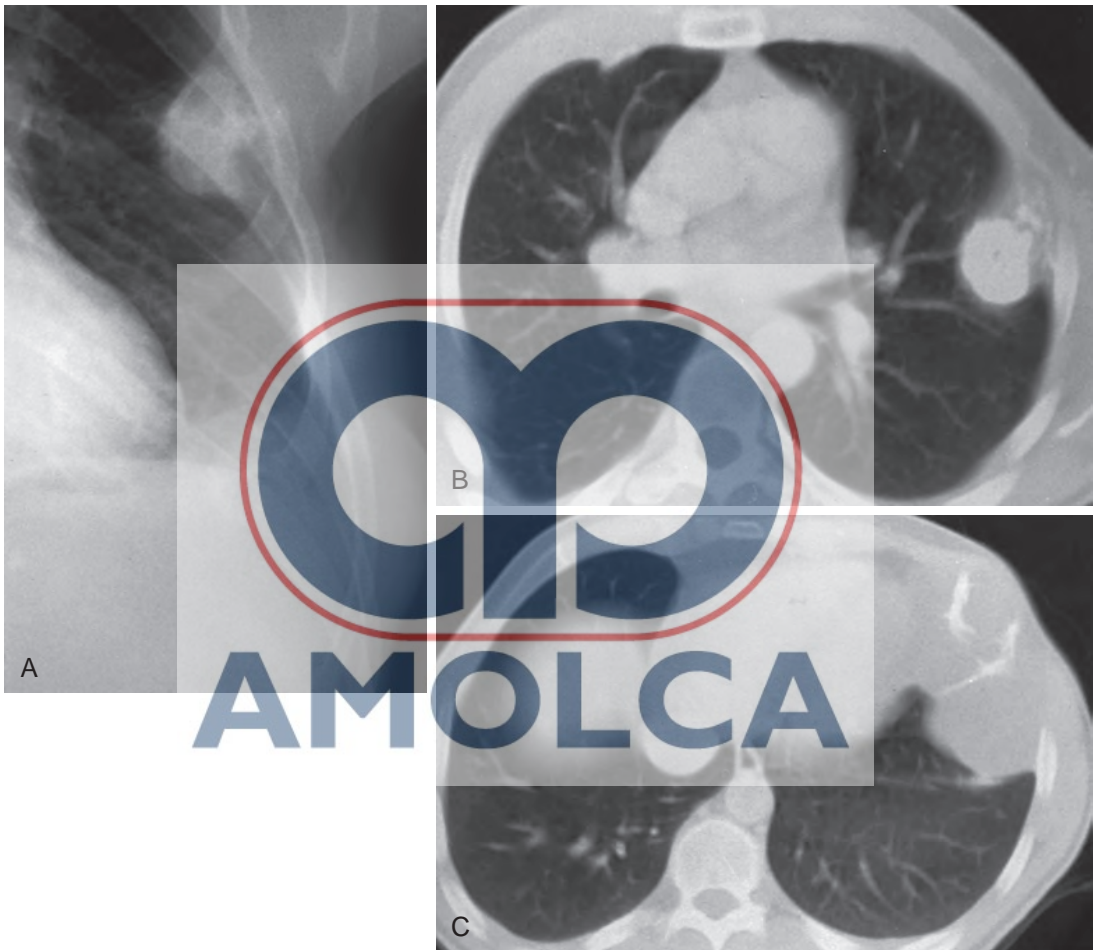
A, múltiples osteocondromas producen masas calcificadas de tejidos blandos. Estas masas con frecuencia ocasionan una deformidad considerable de la pared torácica con apertura de las costillas. También pueden originar masas intratorácicas y extratorácicas de tejidos blandos. Este paciente con exostosis múltiples hereditarias tiene dos masas grandes. La masa superior, más pequeña, es un osteocondroma. La masa inferior, grande, oblitera el ángulo costofrénico y se extiende hacia los tejidos blandos extratorácicos. Debido al crecimiento reciente, se realizó una biopsia para confirmar el diagnóstico de condrosarcoma. B, la tomografía computarizada (CT) del osteocondroma superior más pequeño muestra un patrón de calcificación típico. C, la CT del condrosarcoma inferior más grande muestra una masa de tejidos blandos de gran tamaño, con bandas irregulares de matriz calcificada.
